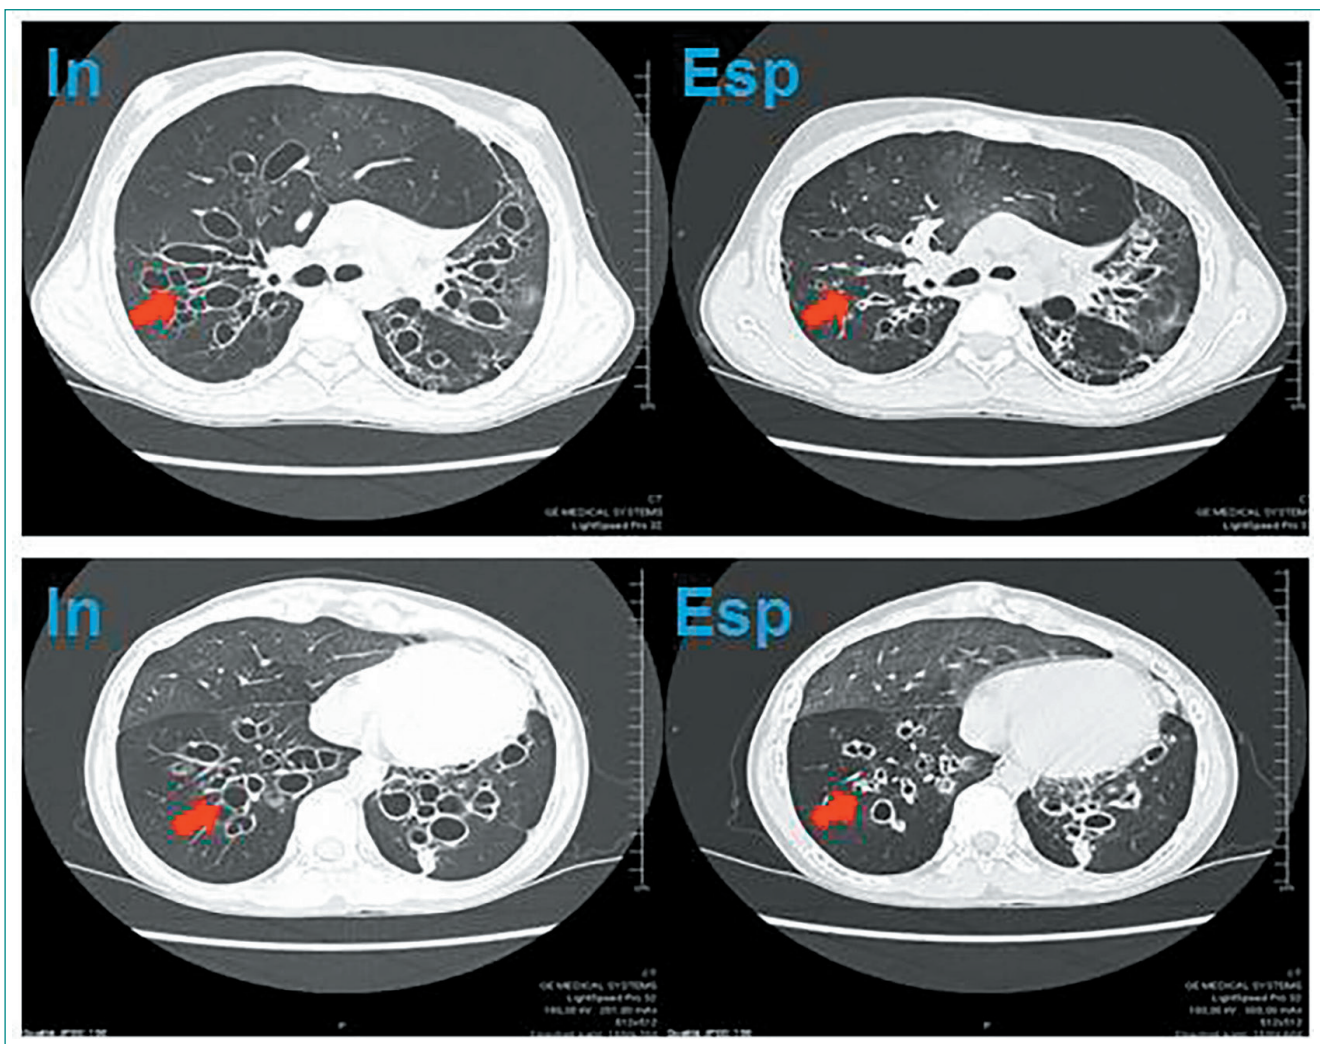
Scansioni assiali della HRCT volumetrica del torace eseguite in inspirazione e espirazione, in cui si evidenziano (freccie) la distensione e il collabimento bronchiale nelle scansioni rispettivamente in inspirazione (a sinistra) e espirazione (a destra).
